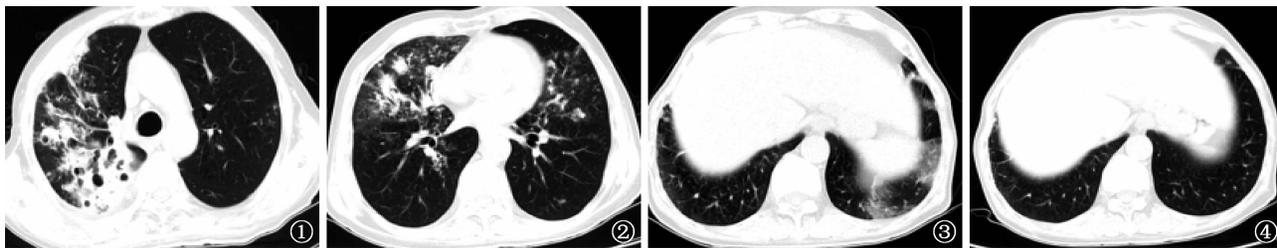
2 患者 2020 年 9 月 23 日胸部 CT 扫描显示双肺多发斑点,右肺上叶多发空腔,符合肺结核影像学特征 图 3 患者 2020 年 10 月 11 日胸部 CT 扫描显示肺下叶出现新的磨玻璃影 图 4 患者 2020 年 10 月 22 日胸部 CT 扫描显示病灶部分吸收
